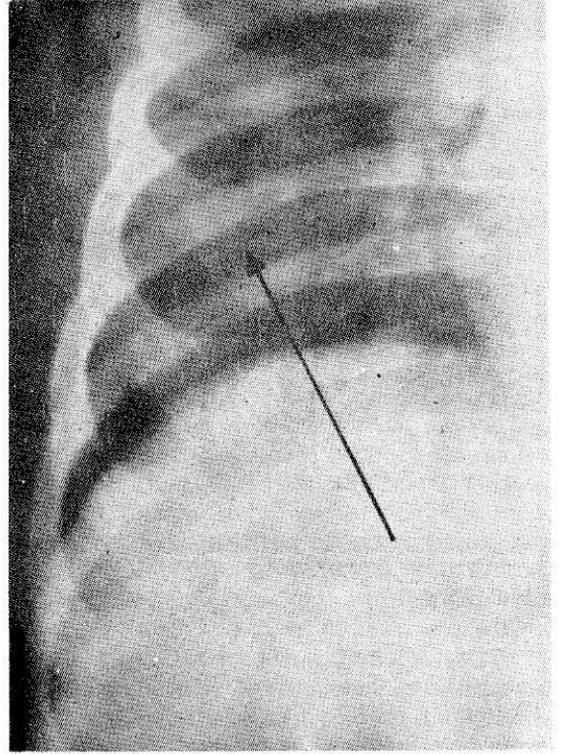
Observación II. Deformación en "tapón de champaña". Radiografía 5.
